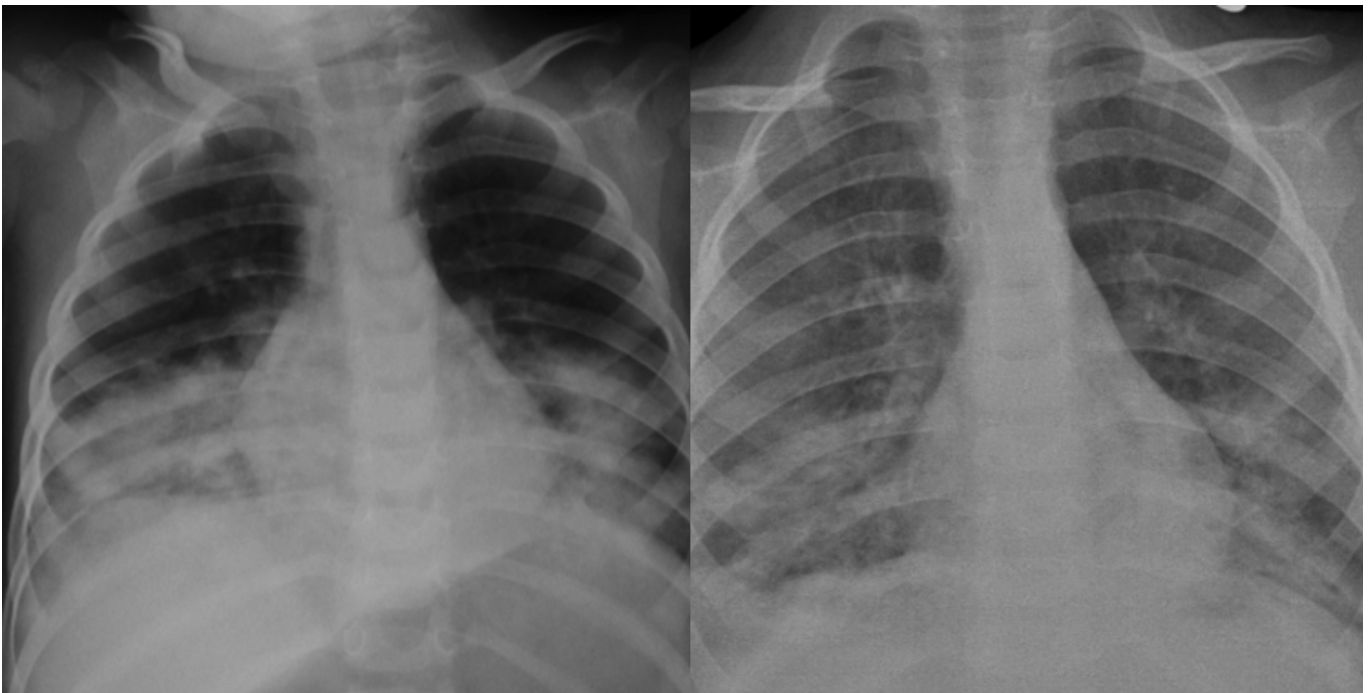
Akut akciğer ödemi tablosundaki dördüncü olgunun akciğer grafisi.
